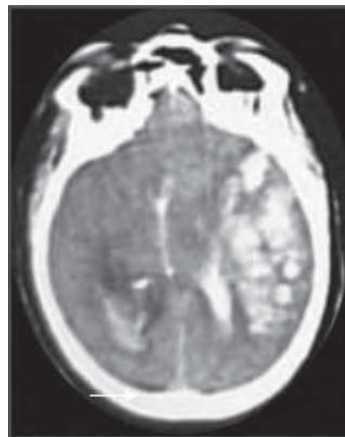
/6.- TAC de cráneo. Hemorragia intracerebral en paciente en tratamiento con drogas fibrinolíticas.
